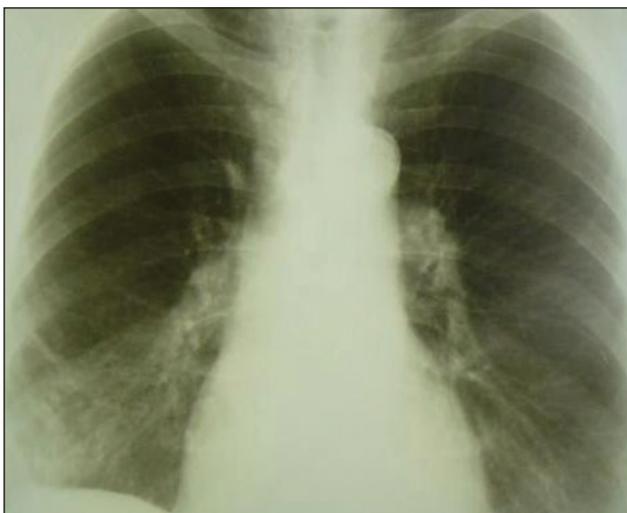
Больная С. Рентгенография органов грудной клетки – картина полисегментарной правосторонней пневмонии в стадии разрешения.
